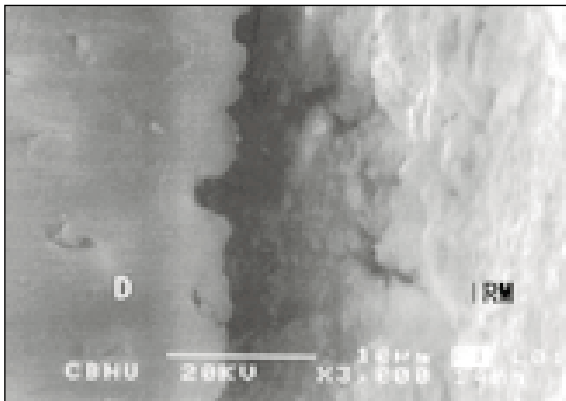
A SEM photograph of IRM (×3,000)
